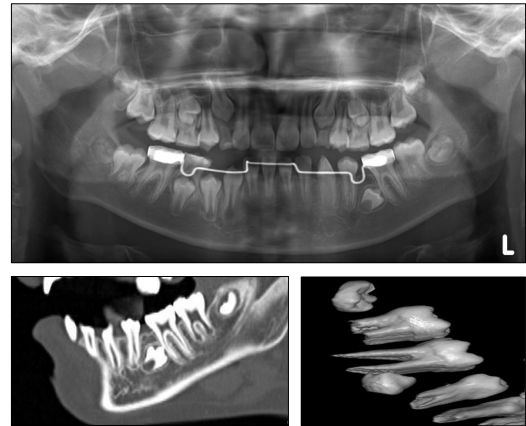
환자의 방사선 사진(파노라마, CT, 3D CT). 좌측 하악 제2소구치 치배가 저형성되어 있으며 맹출 된 제1대구치 근심치근을 향하고 있다.
